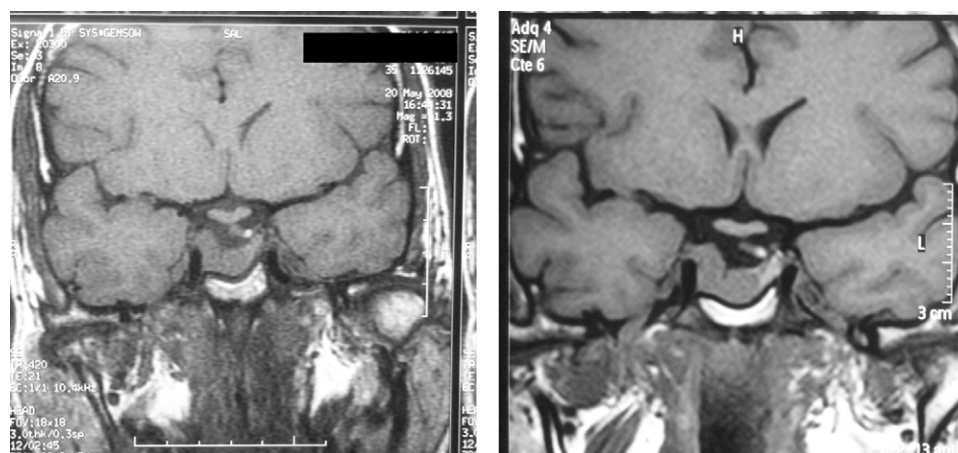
RM hipofisaria. Corte coronal en T1 sin contraste mostrando estabilidad del adenoma hipofisario antes (A) y después (B) de la gestación
